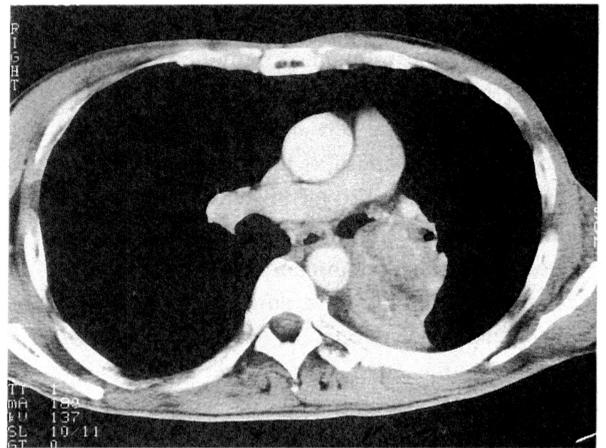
Chest CT scanning shows a mass shadow with atelectasis in the left lower lobe. The left main bronchus was obstructed by direct invasion from the tumor.
